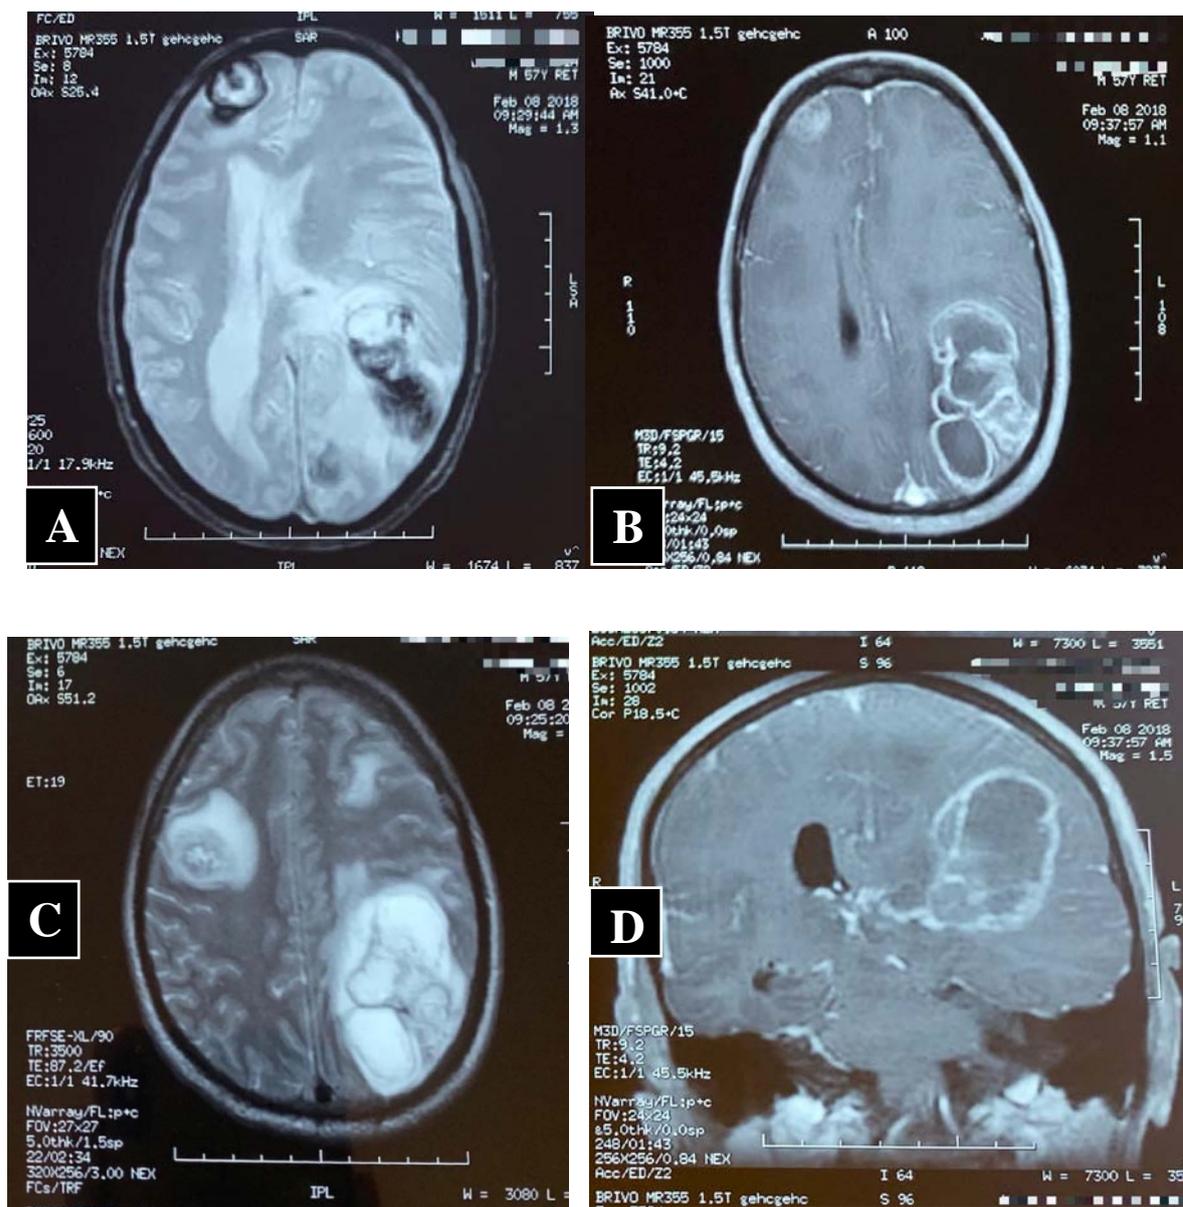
IRM cérébrale :
